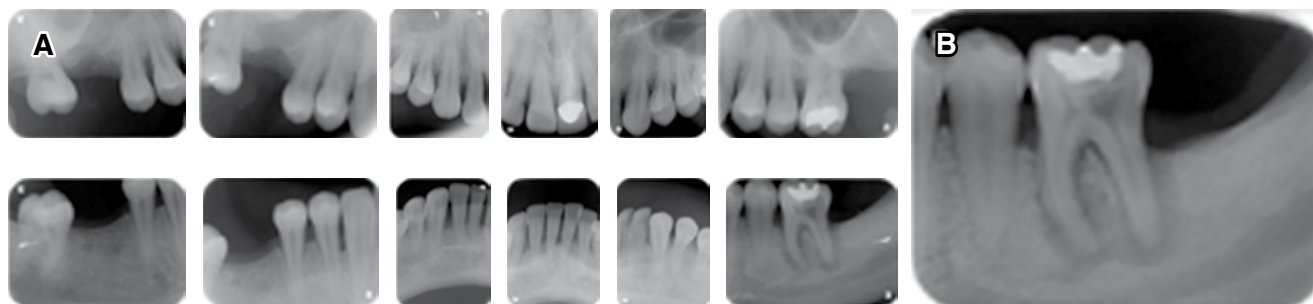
A) Estudio radiográfico periapical, se aprecia pérdida ósea generalizada. B) Radiografía periapical del órgano dentario 36, muestra una pérdida de continuidad en la lámina dura del hueso, por lo que se estableció el diagnóstico de periodontitis necrosante.
